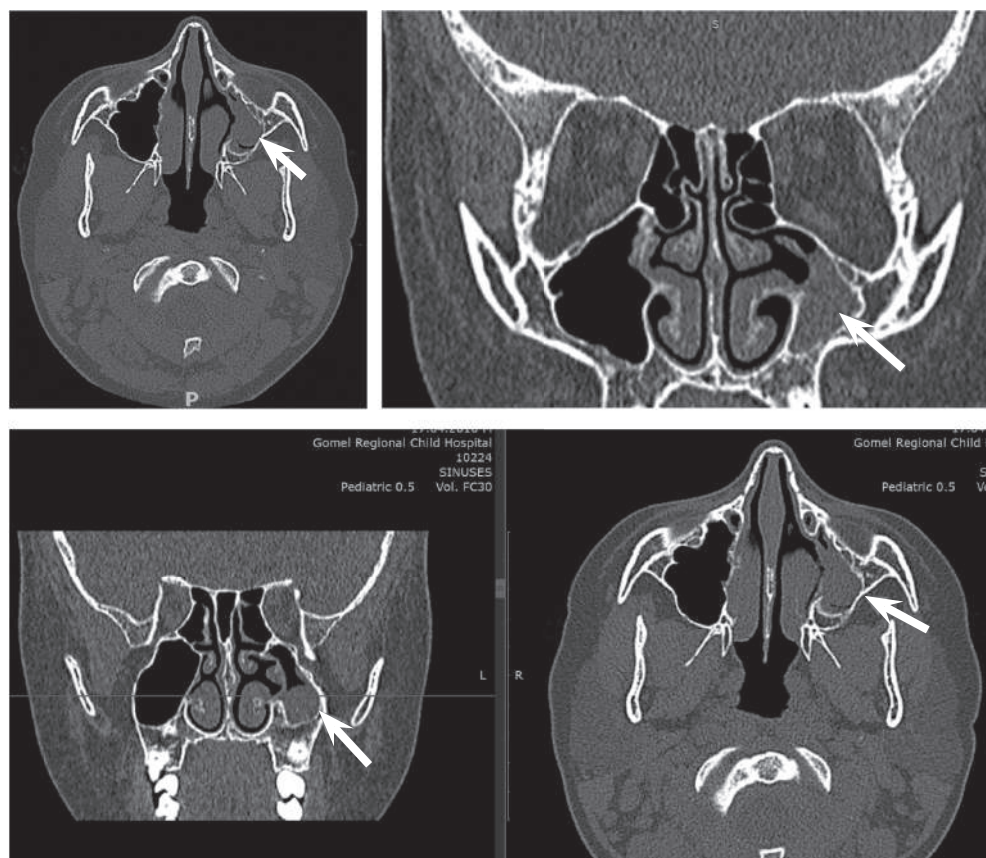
КТ-сканы ОНП пациента С. Стрелками указаны патологические изменения со стороны левой ВЧП
